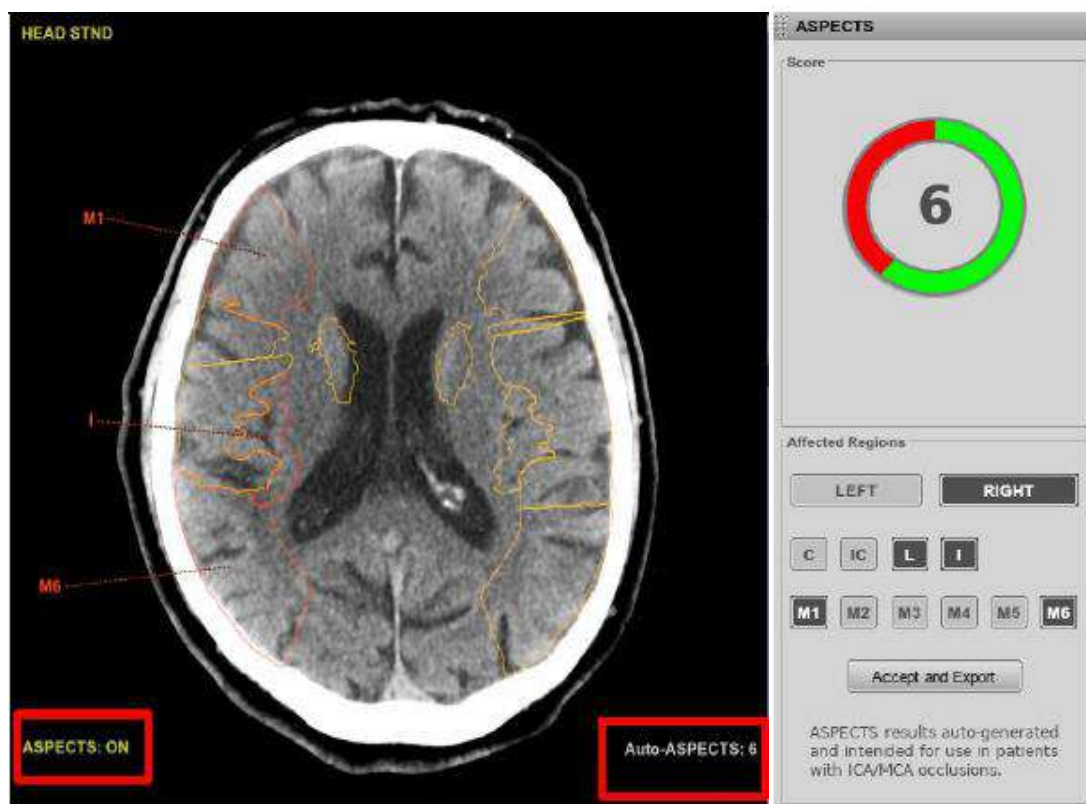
Интерфейс и результат обработки бесконтрастного КТ - исследования головного мозга программой А
